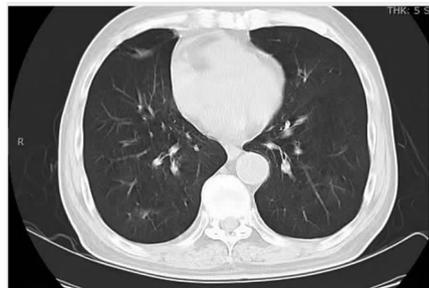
用药期间复查胸部CT(2009年4月14日)
